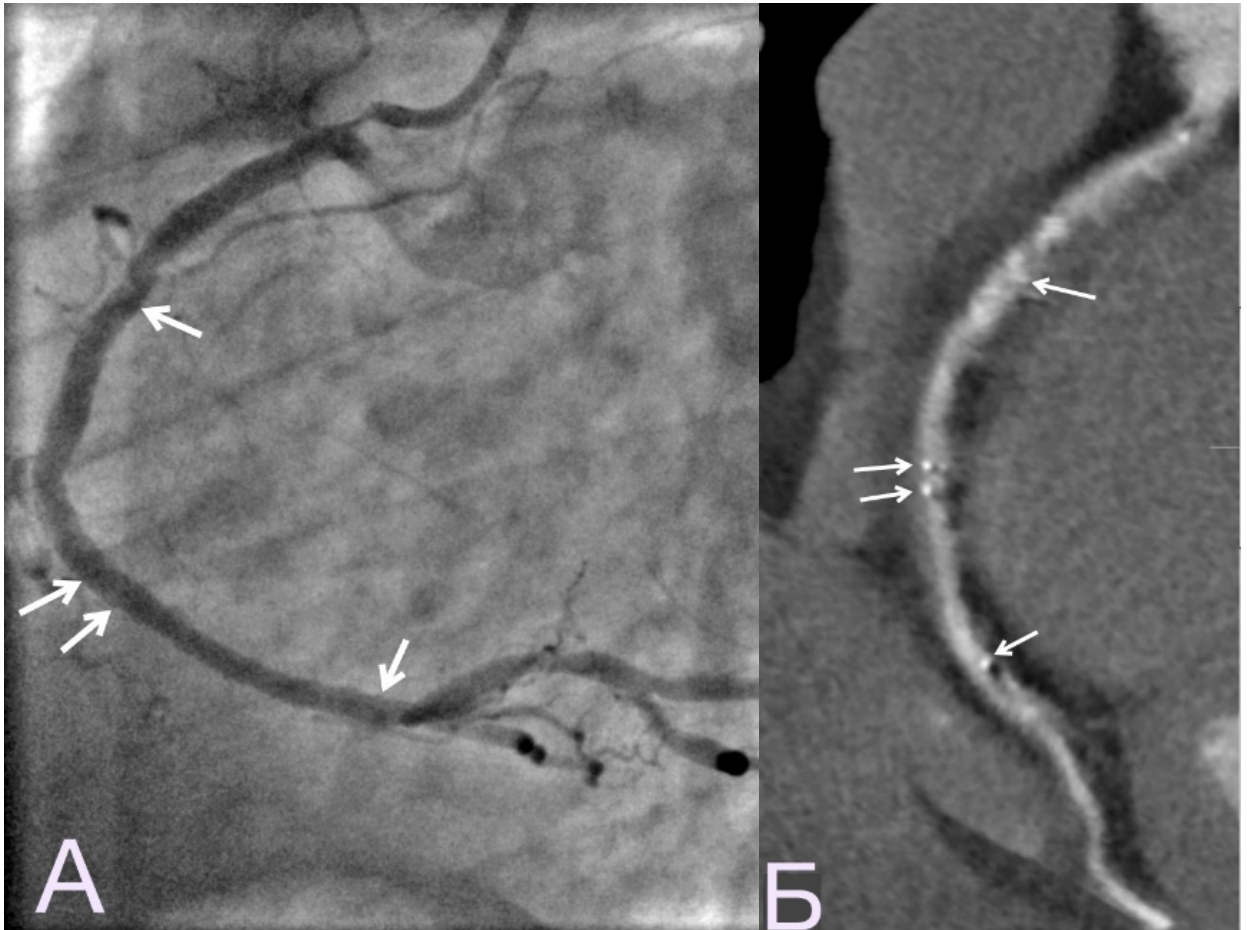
Комплексное исследование правой коронарной артерии у б-го П., 44 л. А – коронарограмма ПКА после имплантации каркасов Absorb 3.0x28 мм (дилатация до 3.28 мм) в дистальный сегмент и впритык Absorb 3.5x28 мм (дилатация до 3.87 мм) в средний сегмент. Концы каркасов содержат рентгеноконтрастные метки (стрелки). Б – МСКТ- коронарограмма ПКА через 13 месяцев после имплантации каркасов: хорошо определяется просвет артерии внутри каркасов и дистальное русло, контрастные метки отмечены стрелками. Стенки каркасов не визуализируются.
